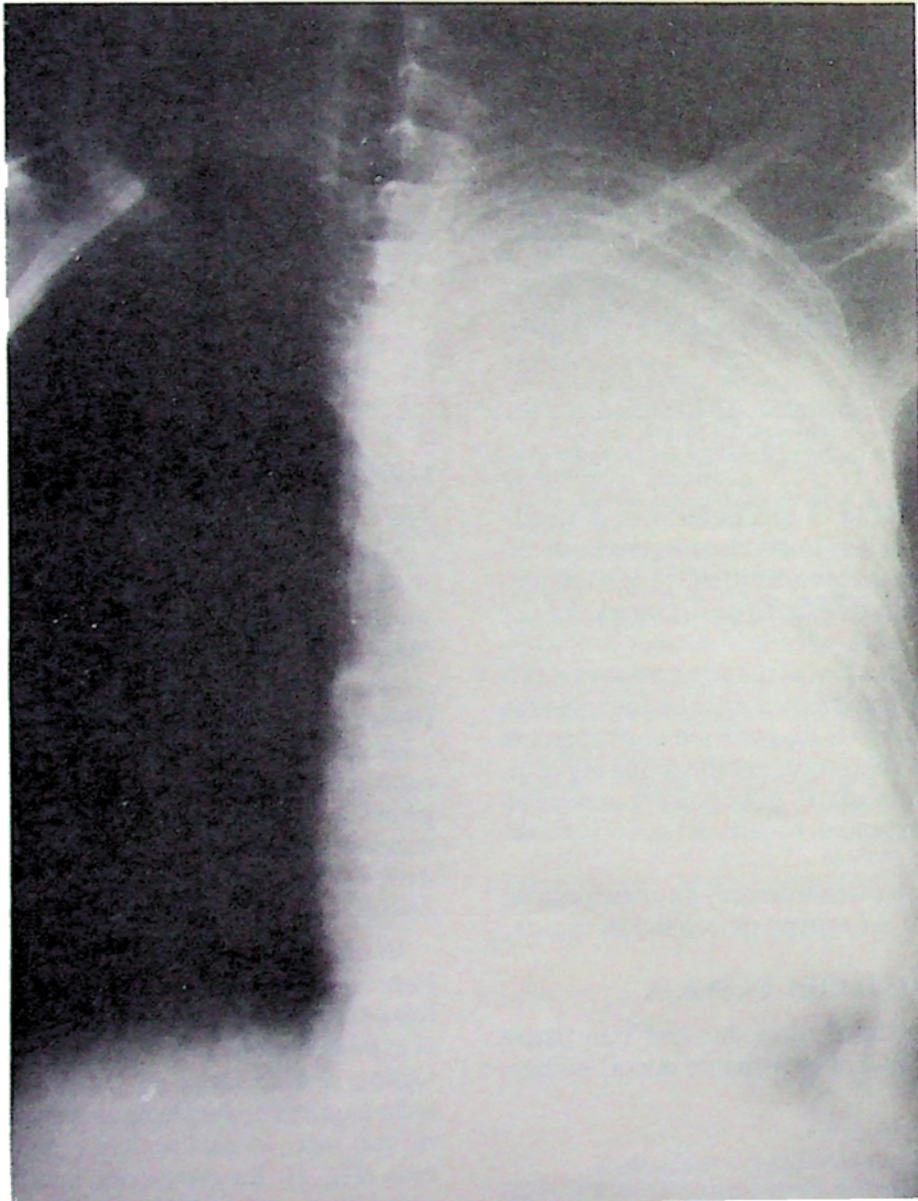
Telerradiografía de tórax con opacidad homogénea del pulmón izquierdo y desplazamiento mediastinal hacia el mismo lado, que sugiere la posibilidad de atelectasia.
